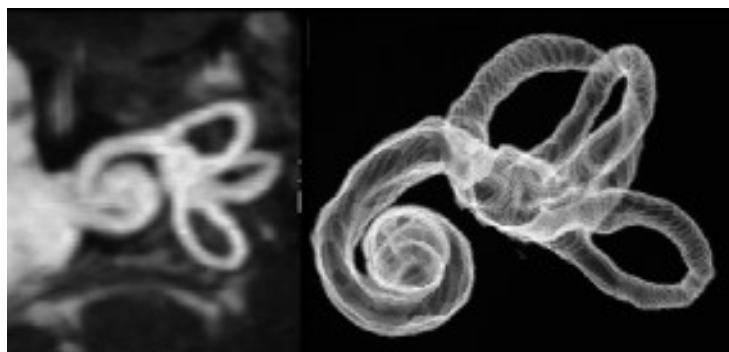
RM TSE (3D) con ricostruzioni 3D MIP (Maximum Intensity Pixel Projections) (a) e VR (Volume Rendering) (b). Le sequenze ad alta risoluzione permettono ricostruzioni 3D di ottima qualità per la valutazione del labirinto membranoso.
